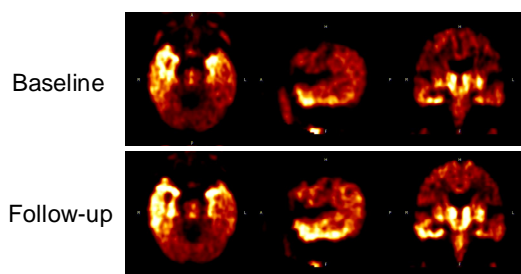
アミロイド PET 陽性健常認知機能高齢者の THK5351-PET 画像(上段:初回、下段:1年後)
